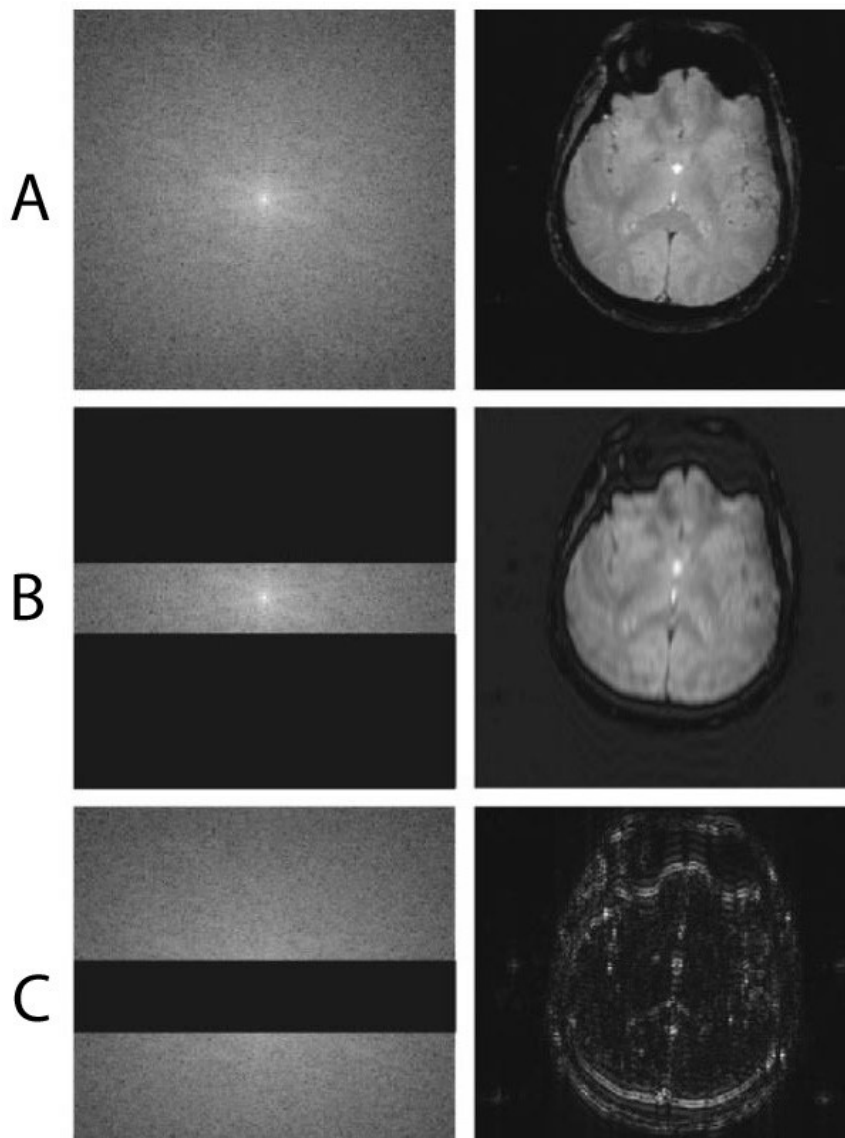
Effets d'un remplissage partiel de l'espace k sur l'image IRM (d'après (55)).
